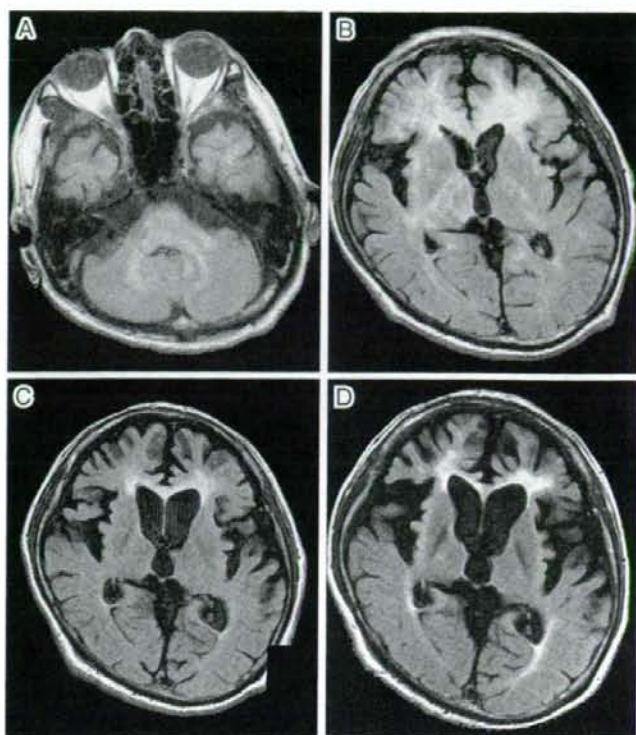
Brain MRI (FLAIR) of case 1
